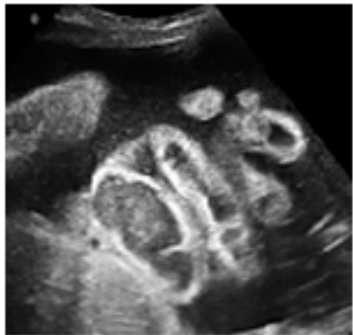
Typical ultrasound image of extra-abdominal bowel dilatation in a fetus with gastroschisis.
